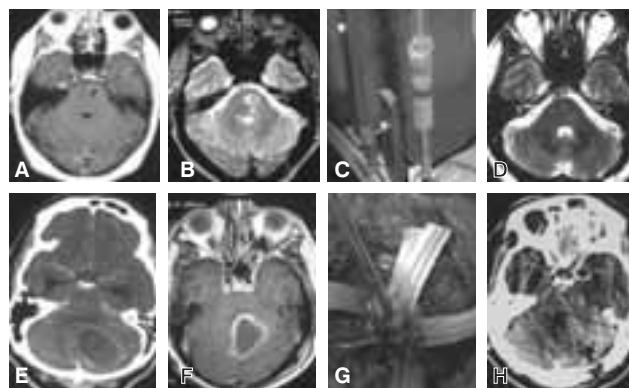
Neuroimagen tomografía craneal (A, B, E, F, G) e imagen de resonancia magnética (C, D, H), abscesos cerebrales intracraneales preoperatorio arriba y postoperatorio abajo. De izquierda a derecha casos 3, 6, 7 y 1, respectivamente; el caso 7 (C y G) el absceso cerebral estuvo en relación a sistema de derivación ventrículo peritoneal (flecha).
